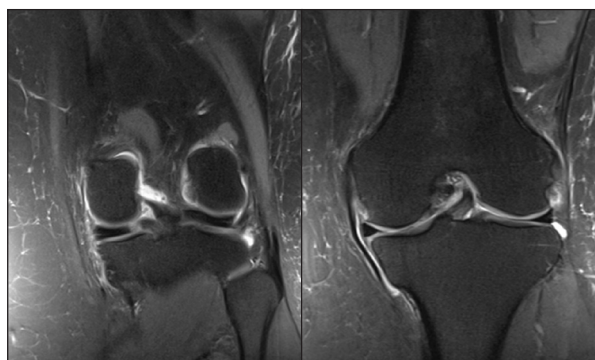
A 45 y.o. woman with posterior root vertical tear of MM with MR imaging signs of MCL activation. Posterior root vertical tear of MM is well depicted on coronal PDw fatsat image (a). Coronal PDw fatsat image at the level of MCL; free fluid along lateral and medial aspect of MCL (b) Lateral compartment is normal (a, b).
